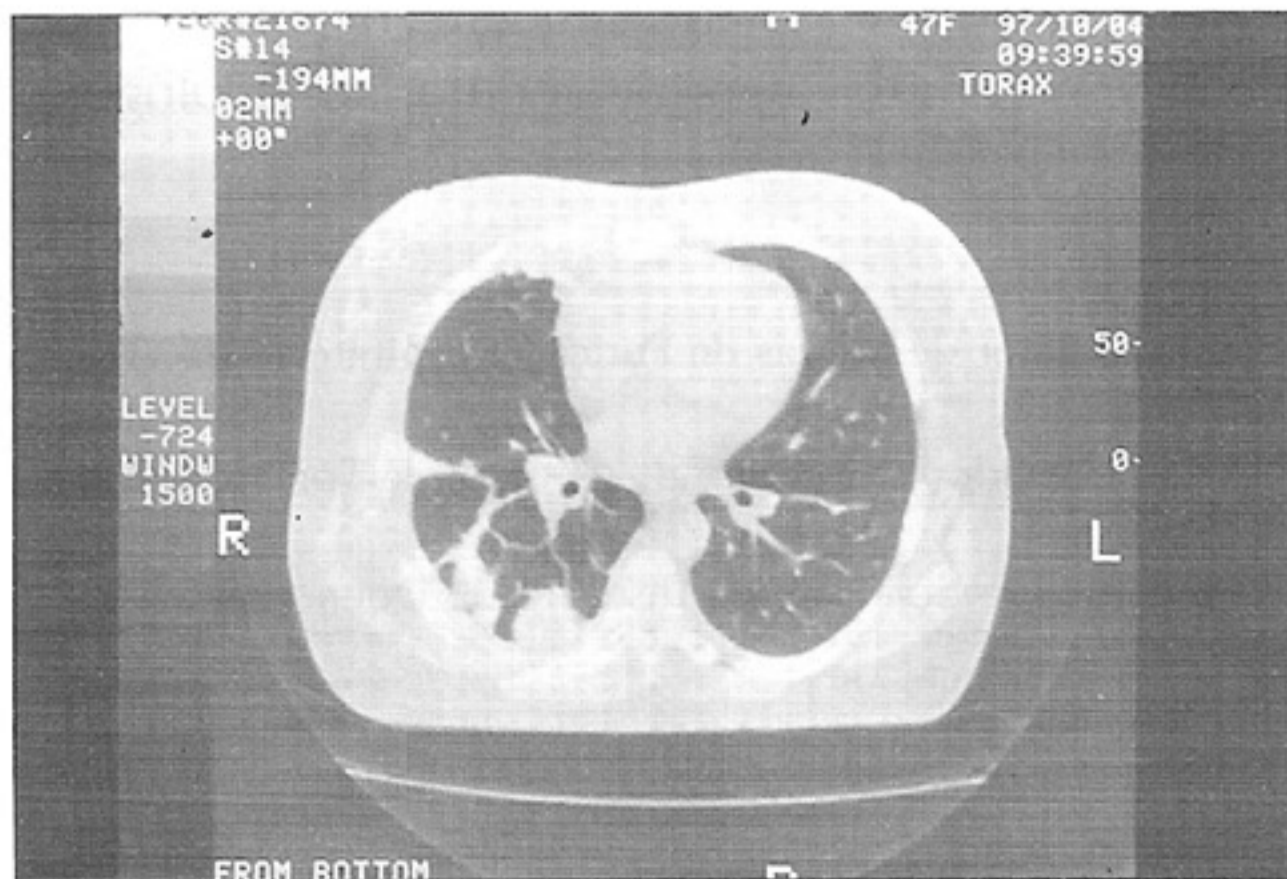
Tomografia de tórax com nodulações pleurais à direita (imagem em "escalope").
